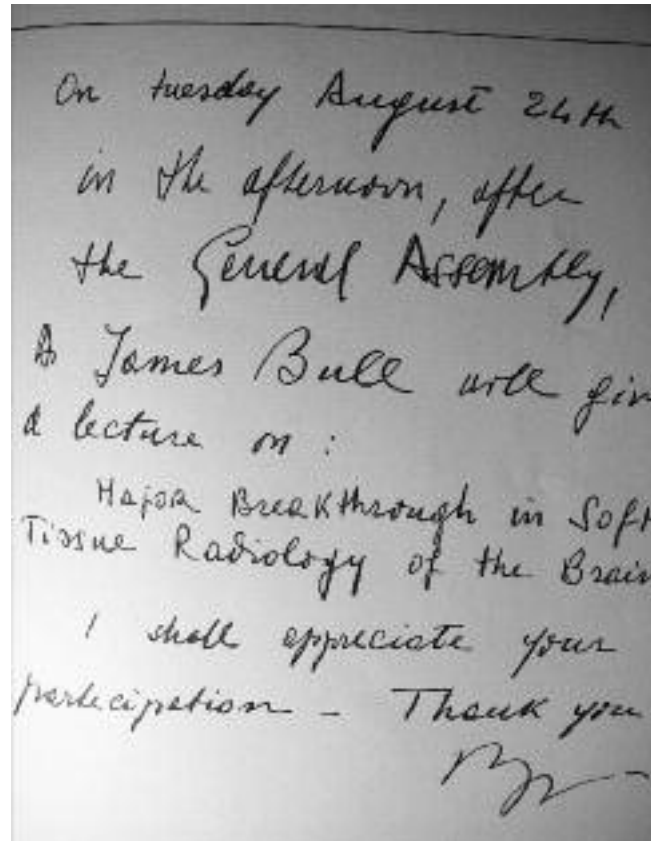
Título escrito a mano con el que se anunció la conferencia de presentación del TAC en la citada III Reunión Anual de Sociedad Europea de Neurorradiología
